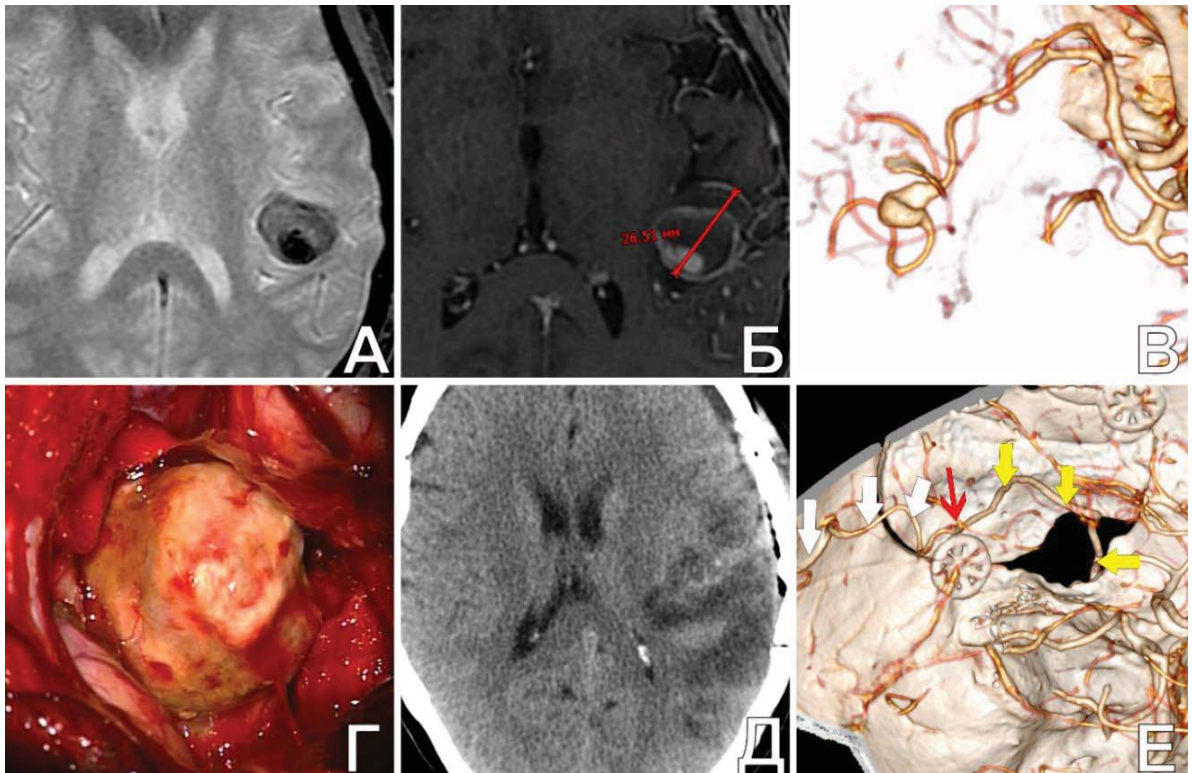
Иссечение гигантской фузиформной ЧТА аневризмы М3-сегмента СМА после ЭИКМА у пациентки С., 71 г. А, Б. МРТ T1 и T2 с к/у: видная гигантская ЧТА; В. КТА (3D) головы: определяется контрастируемая часть гигантской ЧТА М3-сегмента левой СМА; Г. интраоперационное фото: вид аневризмы после выделения в СЩ; Д. КТ головы п/о: определяются венозные ишемические нарушения в задневисочной области слева; Е. КТА (3D) головы п/о: видны ПВА (желтые стрелки), анастомоз (красная стрелка) и реваскуляризованная ветвь СМА (белые стрелки)
